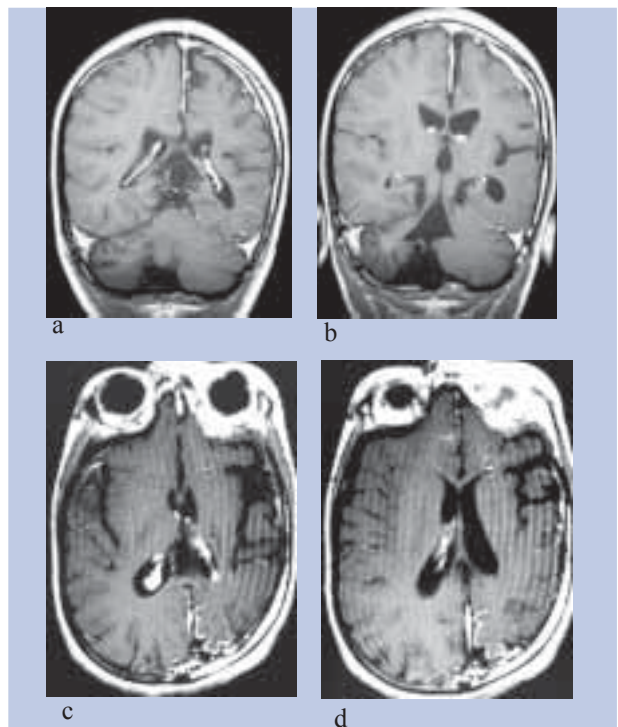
Atrofia cerebelosa contralateral. Doente do sexo masculino com 7 anos de idade com nevus flammeus facial, epilepsia desde os 4 meses de idade, grave atraso do desenvolvimento psico-motor e hemiparesia direita. (a, b) RM, seqüência T1 após a administração de gadolínio IV em plano coronal: Atrofia cortico-subcortical hemisférica cerebelosa direita, contralateral ao “angioma” leptomeníngeo. (d, e) RM, seqüência T1 após a administração de gadolínio IV em plano axial: Atrofia cerebral hemisférica esquerda com reforço anómalo de sinal occipito-temporal leptomeníngeo. (cortesia de Pedro Cabral)
